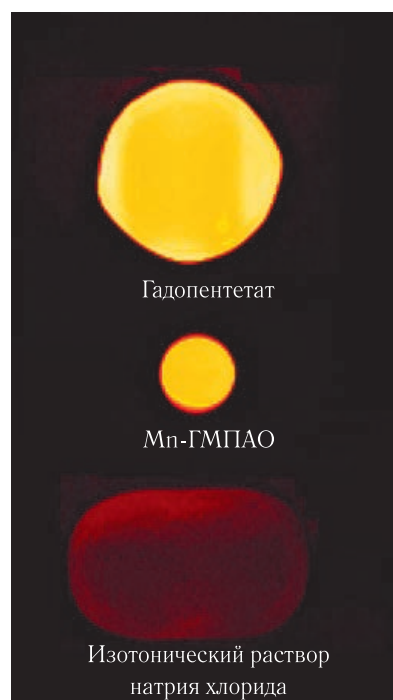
T1-взвешенные спин-эхо МРТ-изображения фантомов — пластиковых флаконов (снизу вверх) с изотоническим раствором натрия хлорида, Мп-ГМПАО и гадопентетатом. Содержание парамагнитного контрастного препарата и в том и в другом (Мп-ГМПАО и гадопентетат) составляло 2 мМ. Индекс усиления интенсивности при ПМКУ, рассчитанный как $IУ = \frac{(Int. T1-взв. МРТ)_{контраст}}{(Int. T1-взв. МРТ)_{физ. р-р}}$, составил для Мп-ГМПАО 6,2, а для гадопентетата — 6,9, а отношение величин этого показателя для гадопентетата и Мп-ГМПАО = 1,12, что примерно соответствует соотношению R1 — релаксивностей этих препаратов 3,96 1/(мМ·с) и 3,35 1/(мМ·с)
